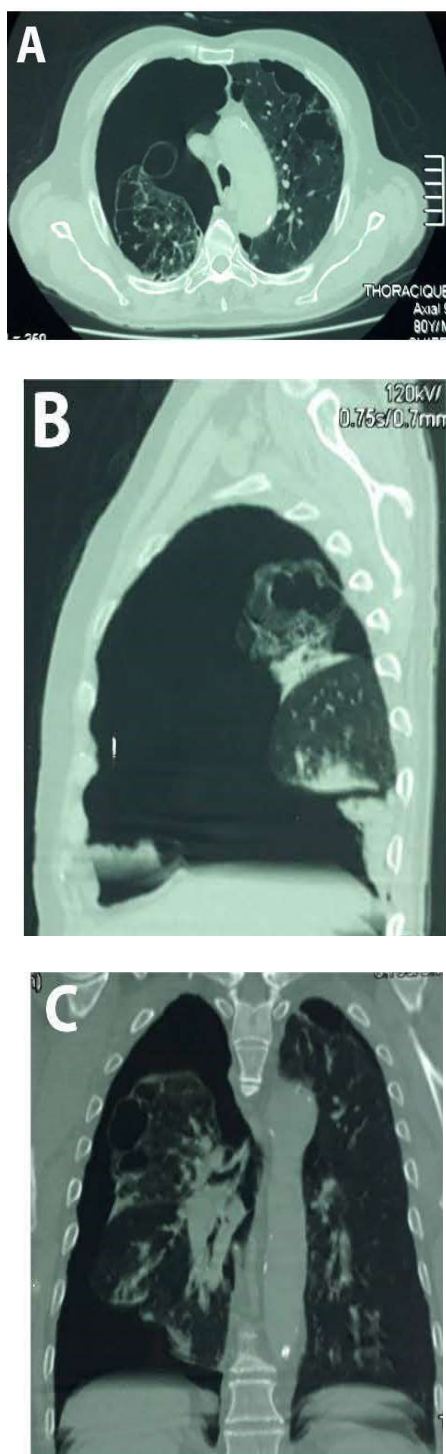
TDM thoracique: PNO droit cloisonné de grande abondance avec emphysème pulmonaire bulleux bilatéral : Coupe axiale B : Coupe sagittale C : Coupe coronale
